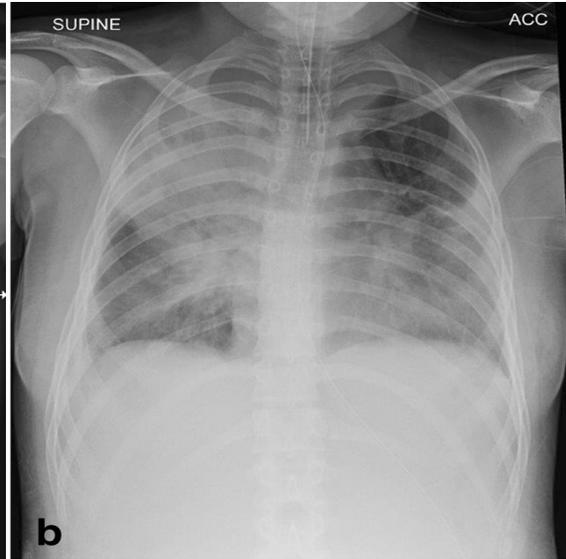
Radiografía simple de tórax con el niño intubado y ventilado que revela cavitación en las zonas media y superior derecha, derrame pleural y cambios más generales en el espacio aéreo bilateralmente.
